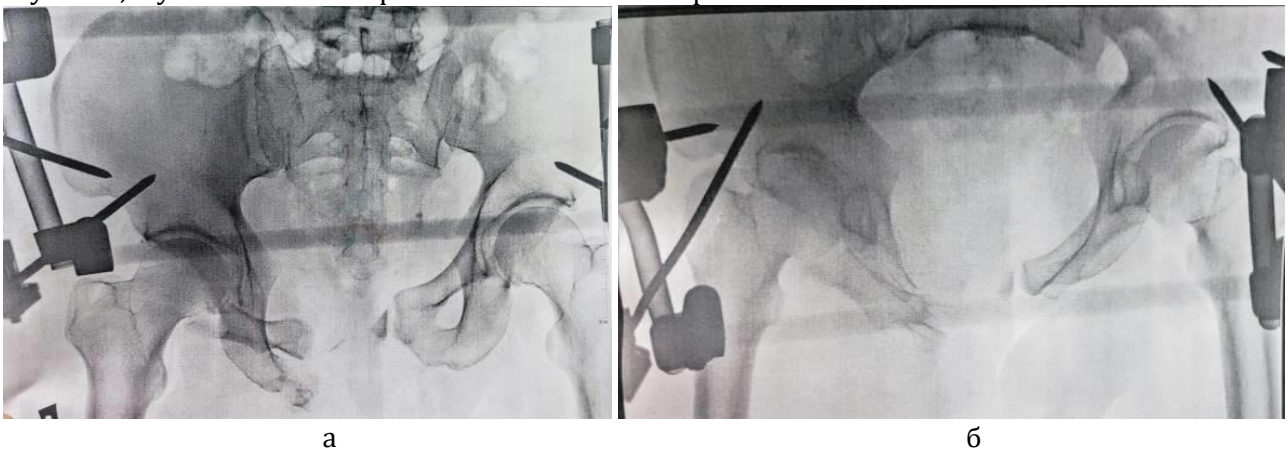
Рентгенологічна діагностика пошкодження: а - фотовідбитки рентгенограми горизонтально-нестабільного пошкодження тазу з грубим порушенням цілісності тазового кільця; б - фотовідбиток КТ-скану відповідного пошкодження.
